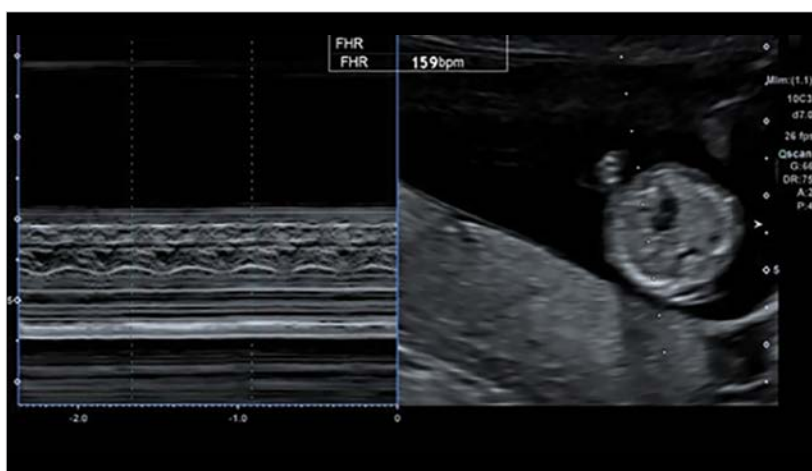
Mesure du rythme cardiaque fœtal lors de l'échographie du 1^{er} trimestre
